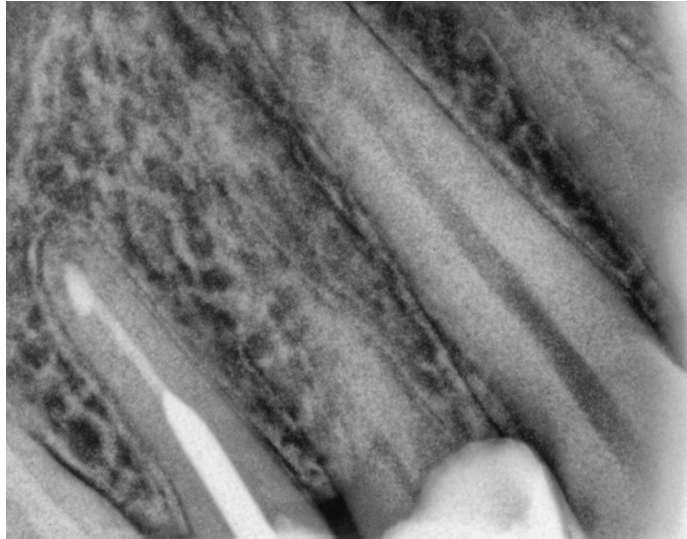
Radiografía control 22 años (2022)
